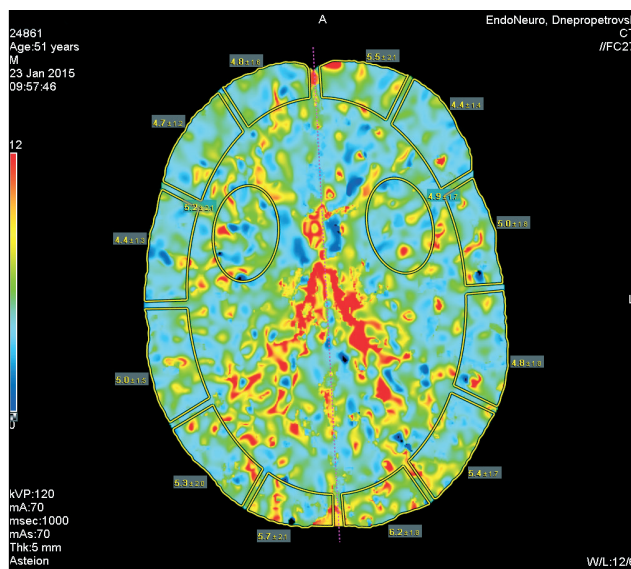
Контрольная КТ-перфузиография головного мозга: СBF во всех зонах умеренно выросло
